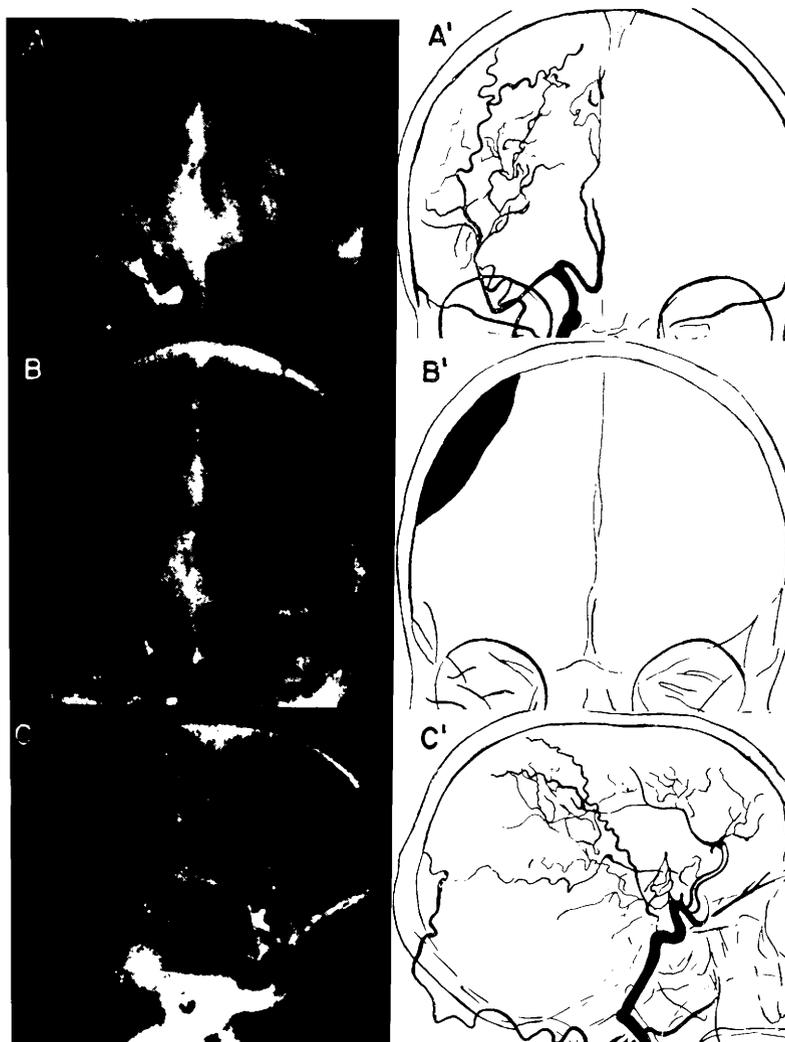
Caso 8. Angiografia cerebral esquerda mostrando: em AA, artérias cerebrais de trajeto normal e esboço de área avascular pouco nítida; em BB, área avascular característica em radiografia que, embora tirada 5 segundos após a primeira, apresenta as características da fase capilar; em CC, artérias do grupo silviano visíveis em extensão apreciável, porém com colaterais pouco abundantes (comparar com a fig. 1 AA).
